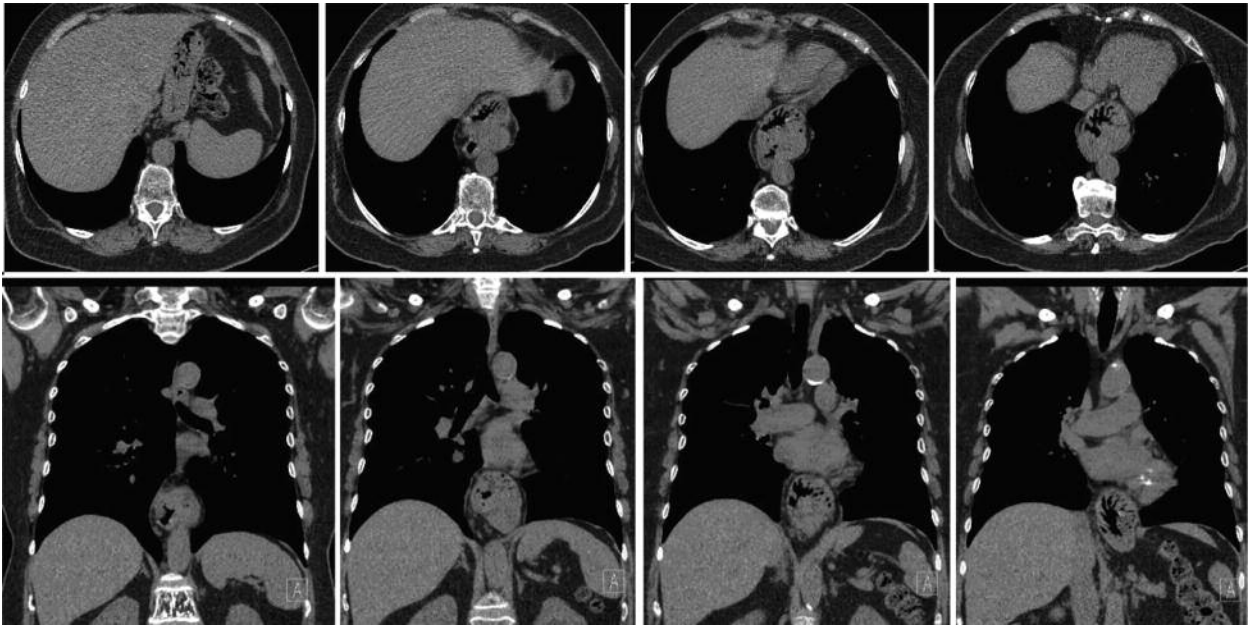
Грижа стравохідного розтвору діафрагми. На КТ-аксіальних зрізах і коронарній реконструкції позаду серця через широкий розтвір діафрагми в грудну порожнину виходить склепіння і частина тіла шлунка, чітко простежується рельєф його слизової оболонки
